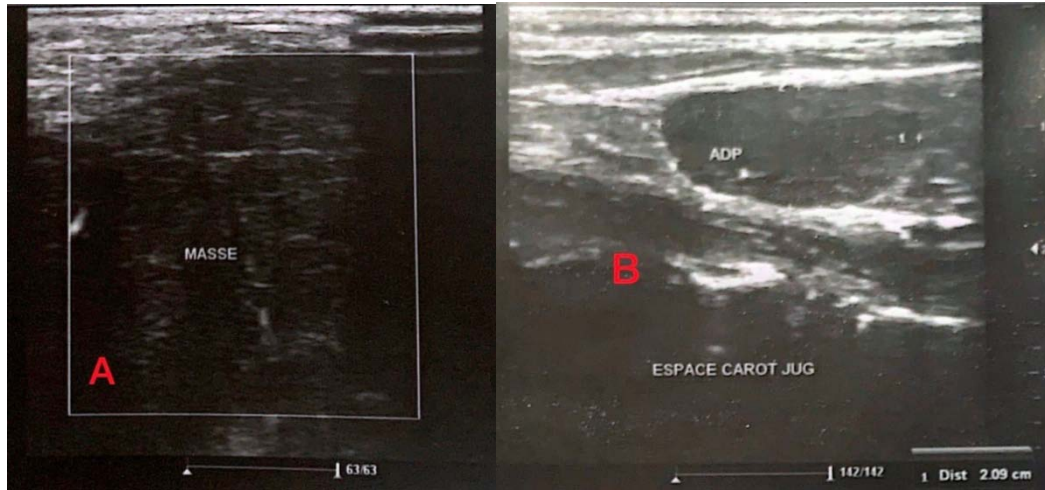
Images échographiques montrant la masse sous mandibulaire (A) et adénopathie jugulo-carotidienne (B).
